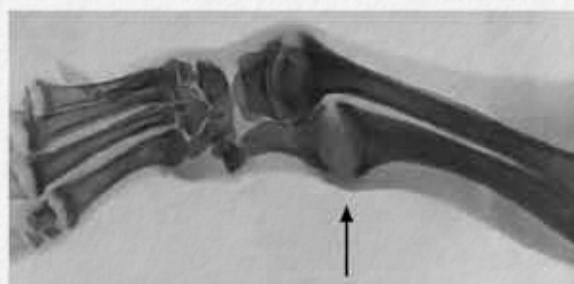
Radiografía de la muñeca de un cachorro normal y tras tres meses de dieta "raquitogénica". La flecha indica las epífisis en copa y el ensanchamiento y desflecamiento metafisario típicos del raquitismo³
